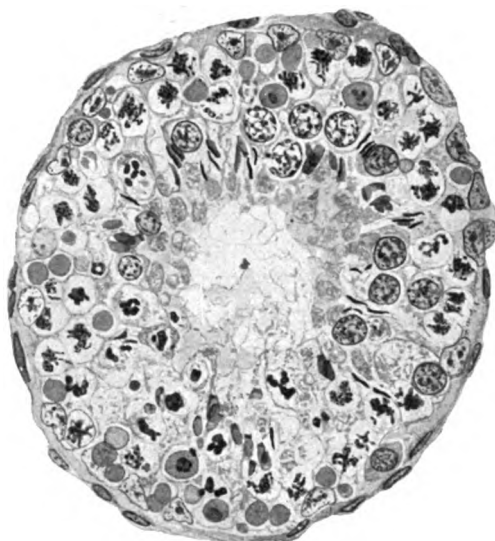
Früheffekt der Röntgenschädigung aus einem einmal mit 30 H.E.D. bestrahlten Kaninchenhoden (Prot. Nr. 18, r.). Haematox. Eosin, Zeiß, KO. 5 × Ap. 90. An Stelle der sämtlich zugrunde gegangenen Spermioyonien sieht man Lücken zwischen den Sertolizellen. Die Spermiozyten sind teilweise bis auf die Membrana propria hinabgerückt. Spermiozyten bei dieser Dosis auch nekrotisch: Zum Teil Pyknose, zum Teil Karyorrhexis, zum Teil wohl degenerierende Mitosen.
